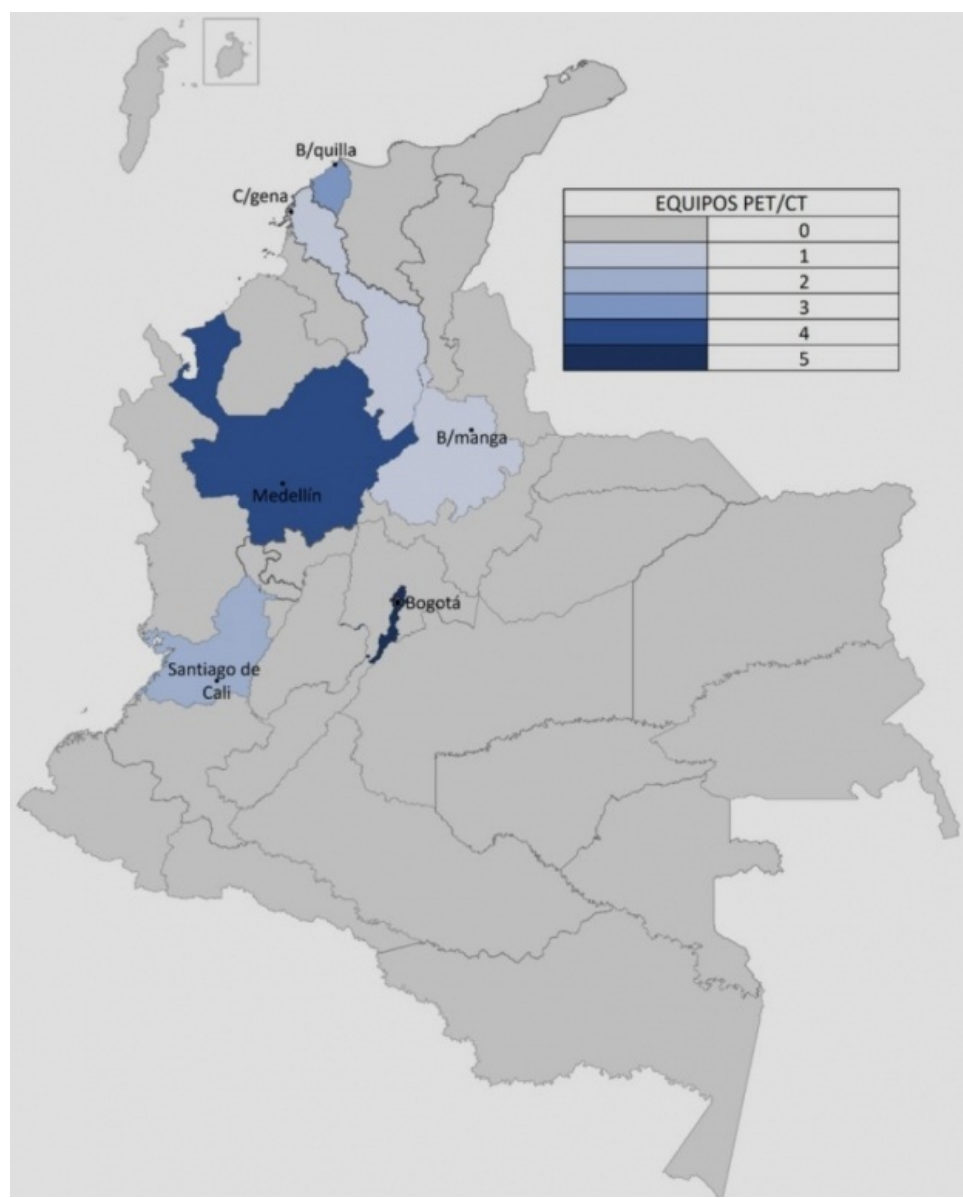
Distribución de equipos PET/CT en el territorio colombiano. Resultados correspondientes a 16/18 entidades encuestadas.
